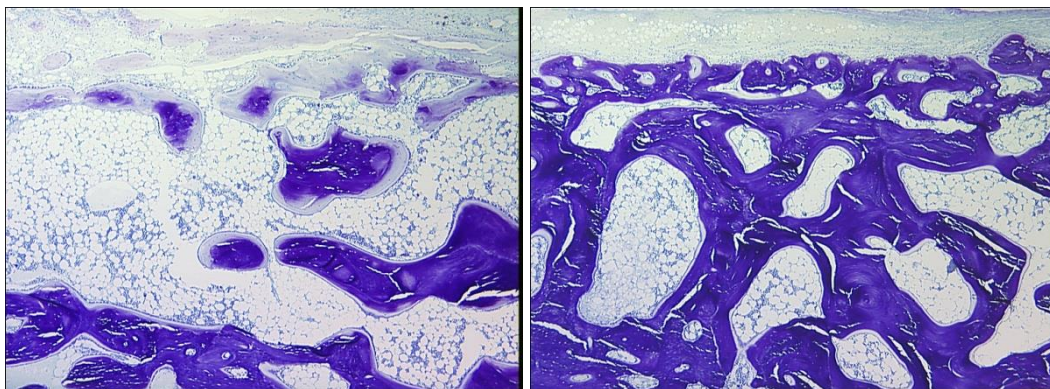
Imagen a BT Control PLGA. Zoom 1,5. Fig.55: Imagen de BT del grupo de estudio. Zoom 1,5
